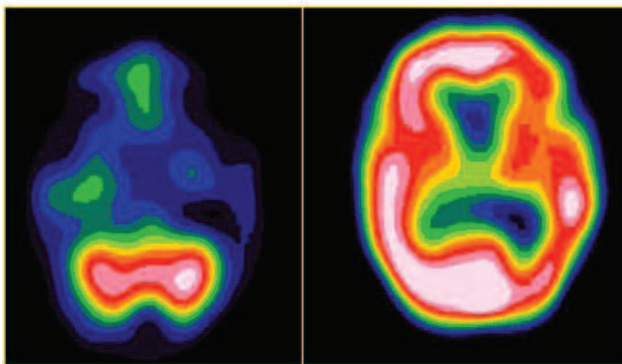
$^{99m}\text{Tc}$ -ГМПАО ОФЕКТ хворого з редукцією кровотоку в басейні лівої ВСА (права томограма) та правобічним кросцеребральним діасхізом (ліва)
